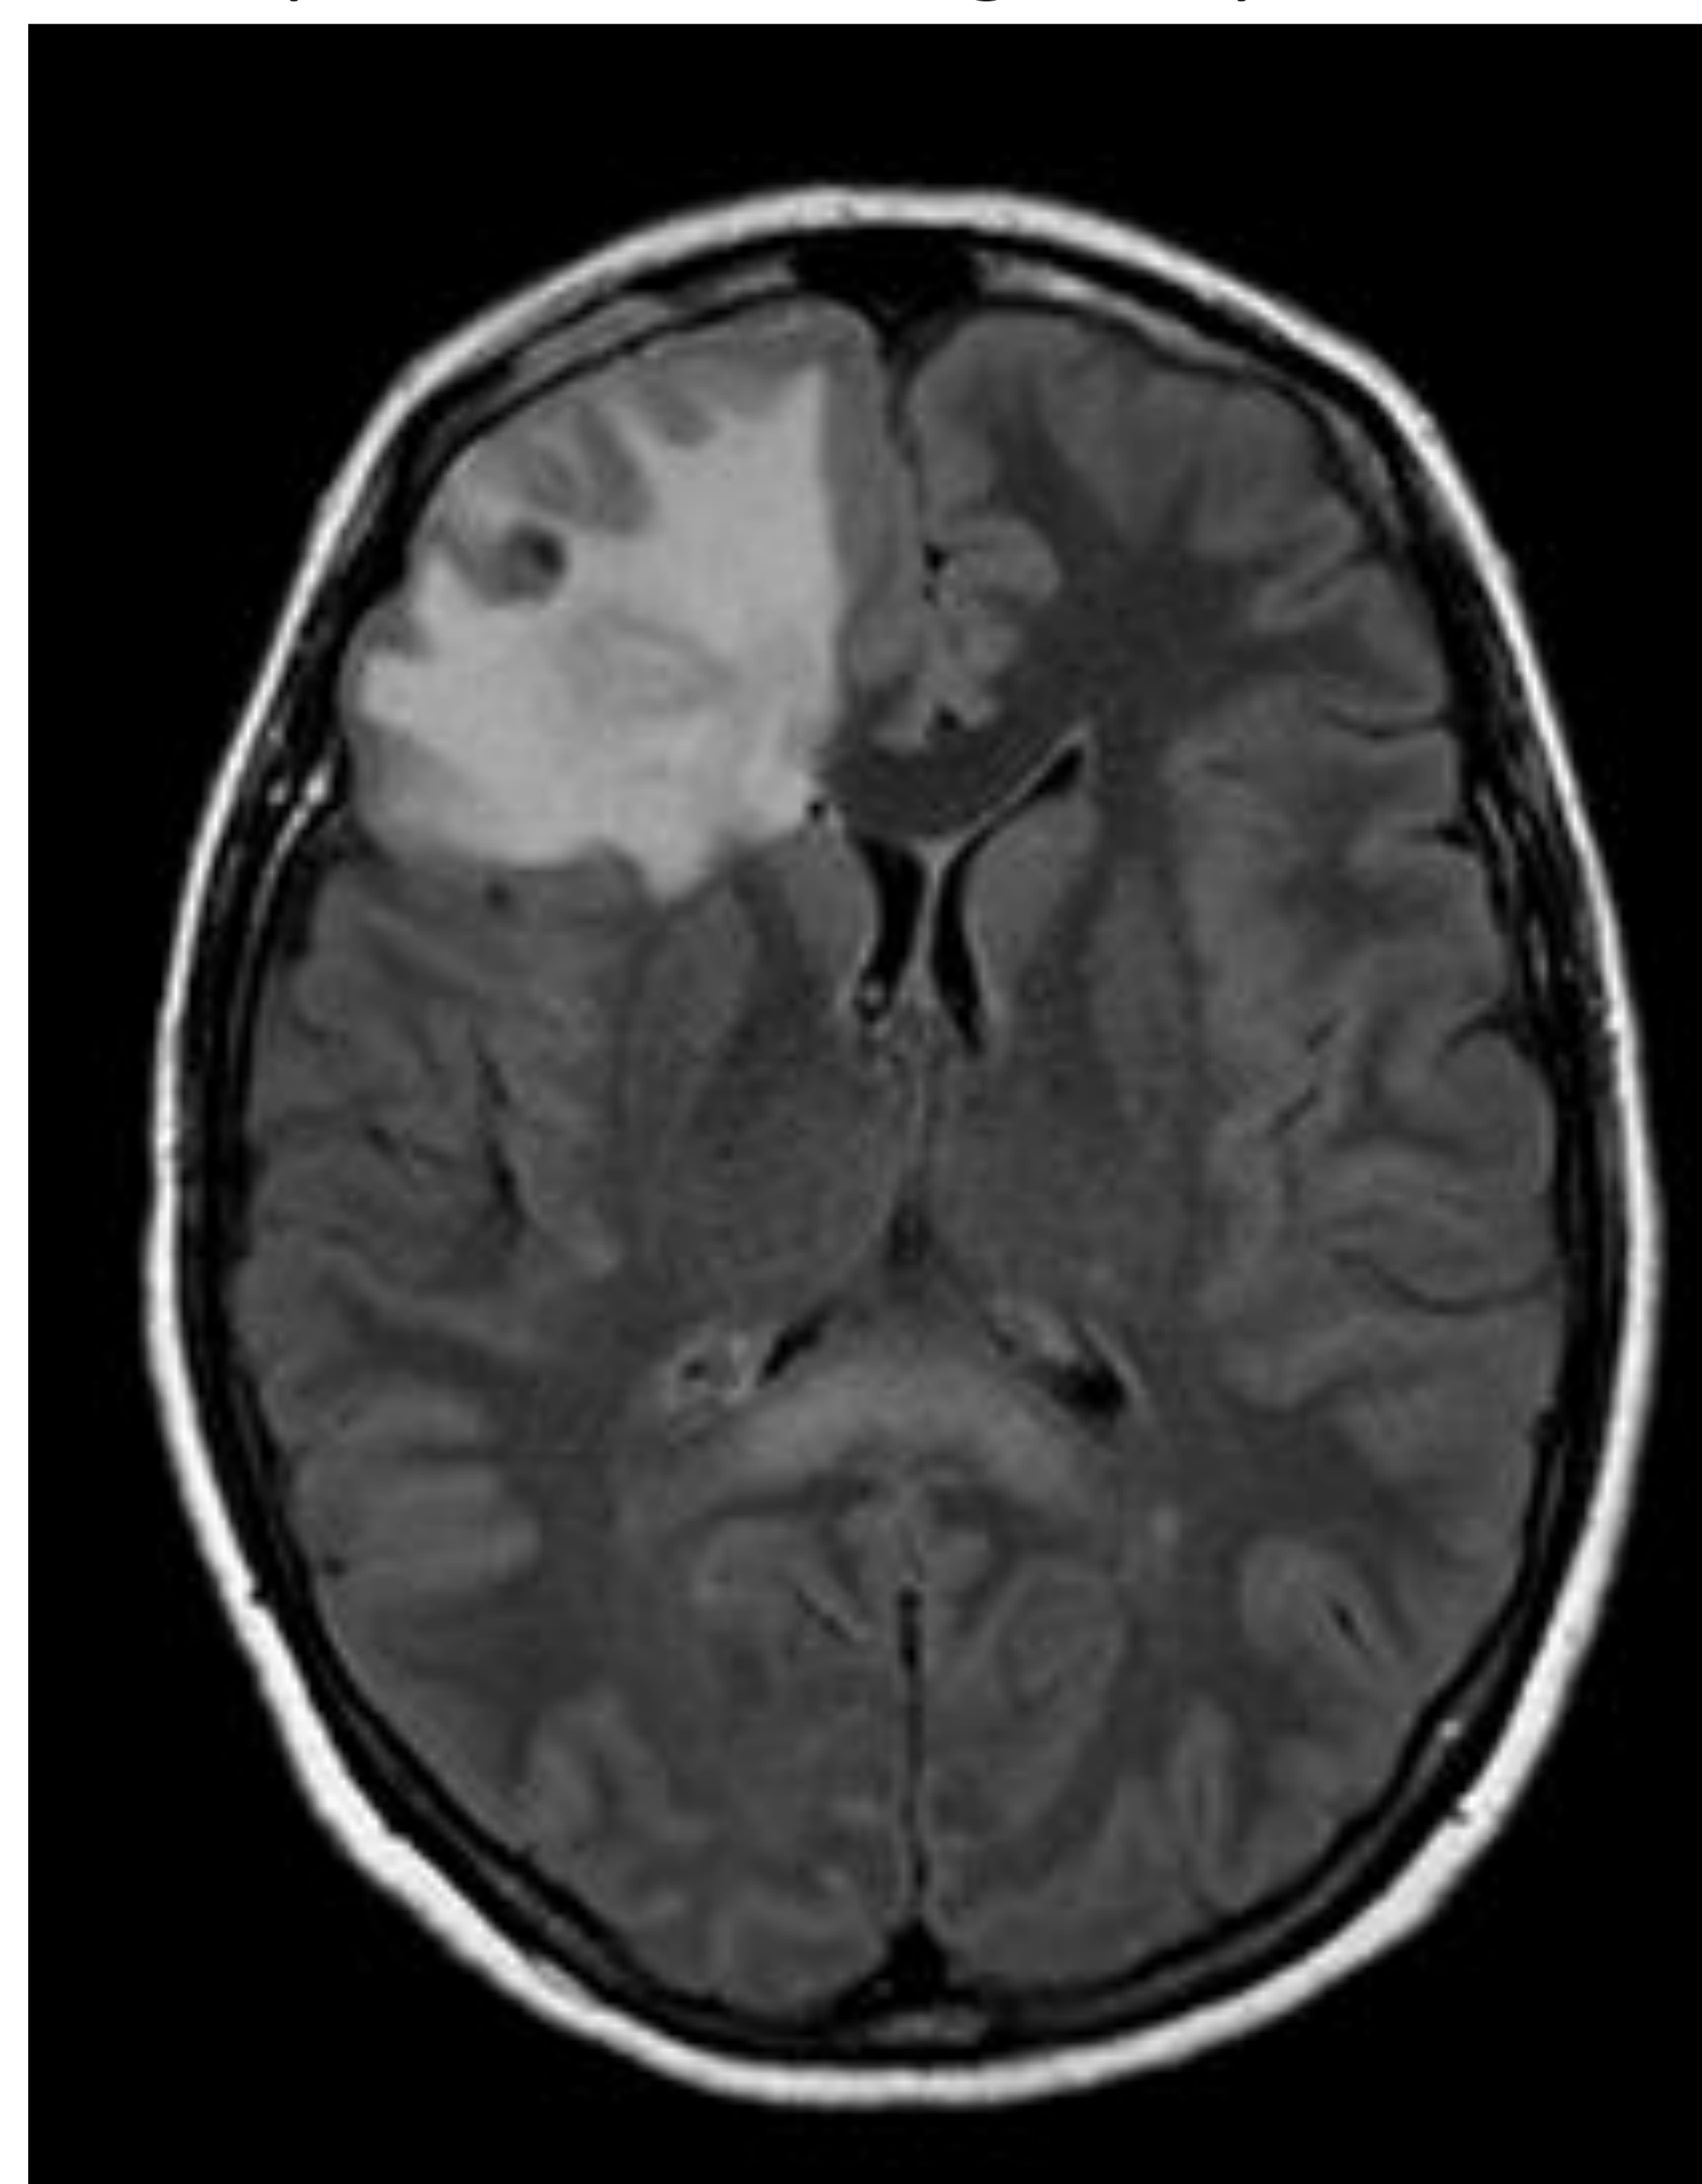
Lesión citotóxica del cuerpo calloso. Paciente con absceso frontal derecho en tratamiento con metronidazol. Durante el tratamiento, se realiza RM de control, en donde se identifica lesión en esplenio del cuerpo calloso.
